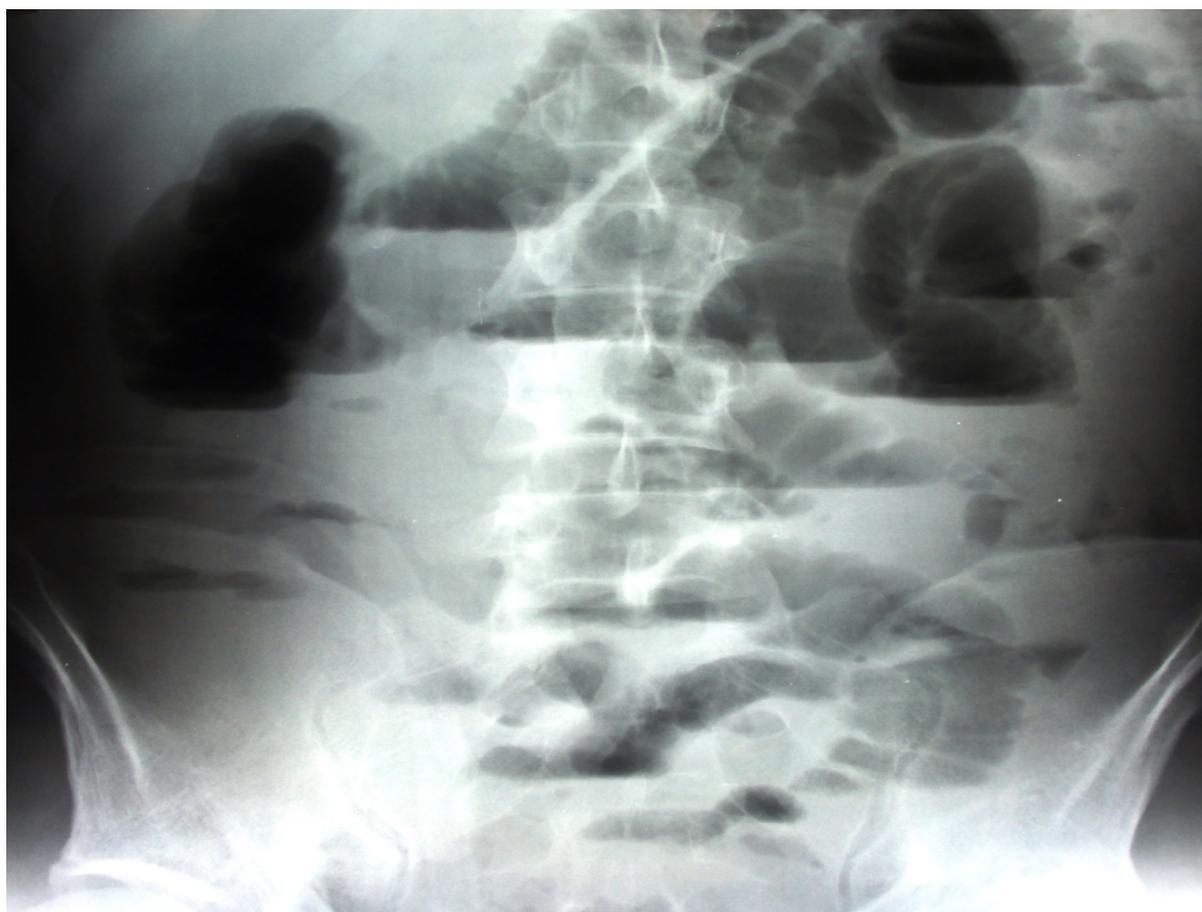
Рентгенограмма органов брюшной полости больной Б. Диагноз: острая спаечная непроходимость
